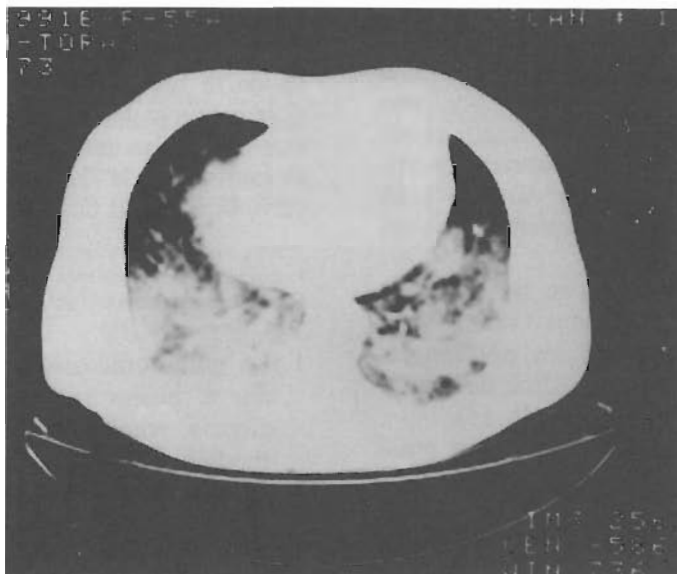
TAC pulmonar del segundo caso, con imágenes nodulares en ambos campos pulmonares.
